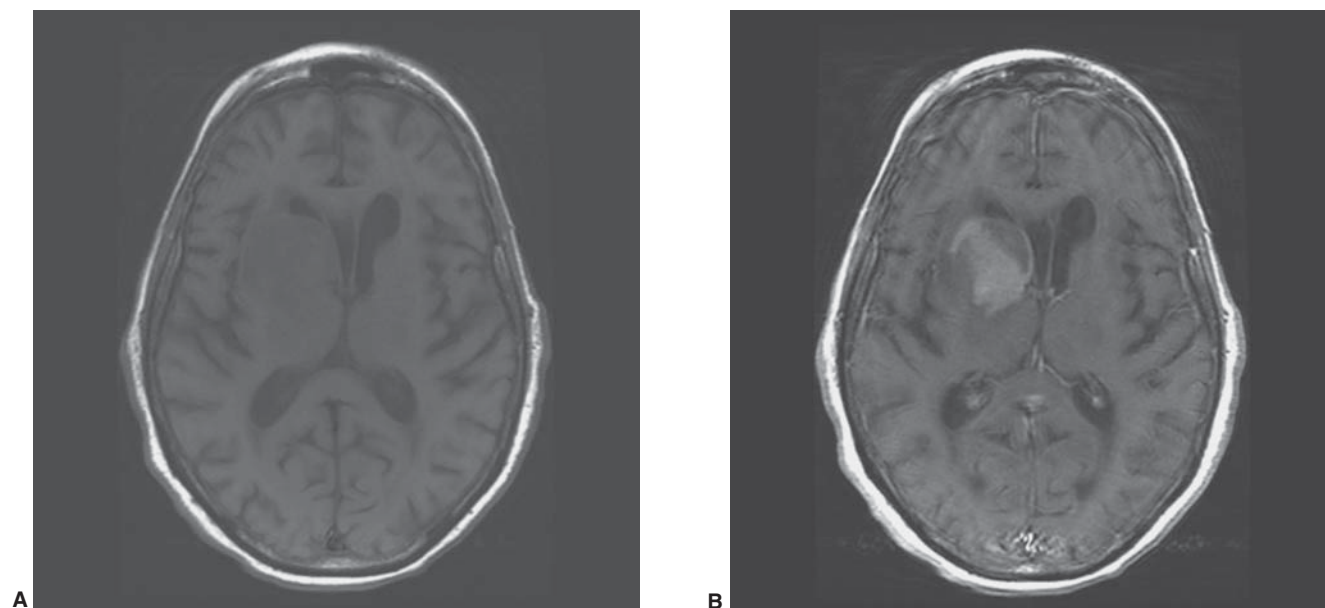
Linfoma primario del sistema nervioso. Imágenes por resonancia magnética (IRM) con técnica de T1 sin (A) y con (B) gadolinio en el plano axial mostrando una masa en la región de los núcleos basales derechos que toma el medio de contraste.
